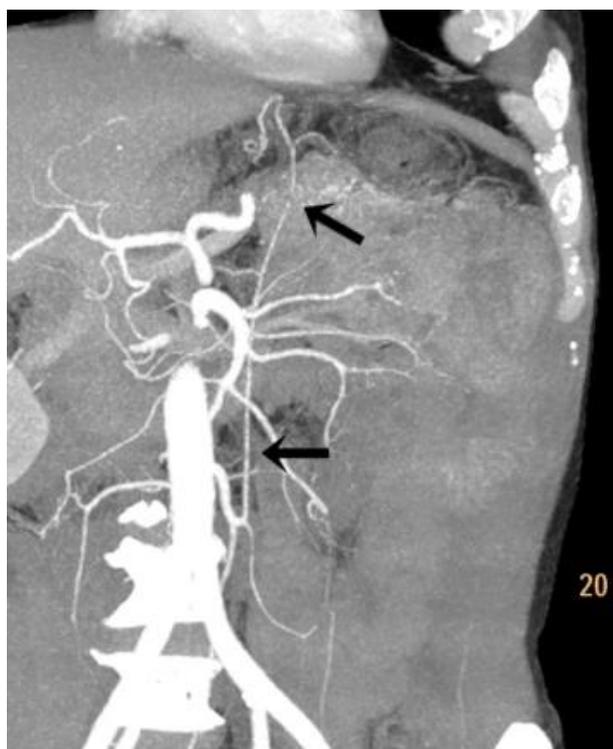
МСКТ-ангиограмма питающей трансплантат левой ободочной артерии (стрелка).
